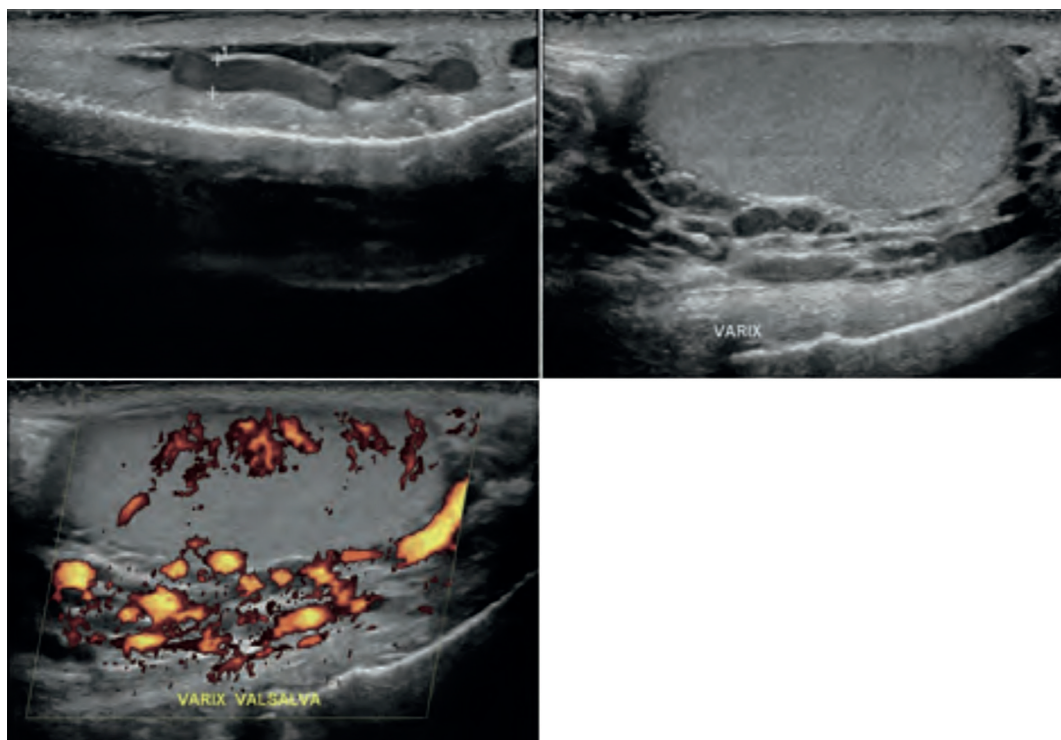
aparência típica ultrassonográfica com doppler de imagem de paciente com varicocele grau 3 a esquerda¹².
